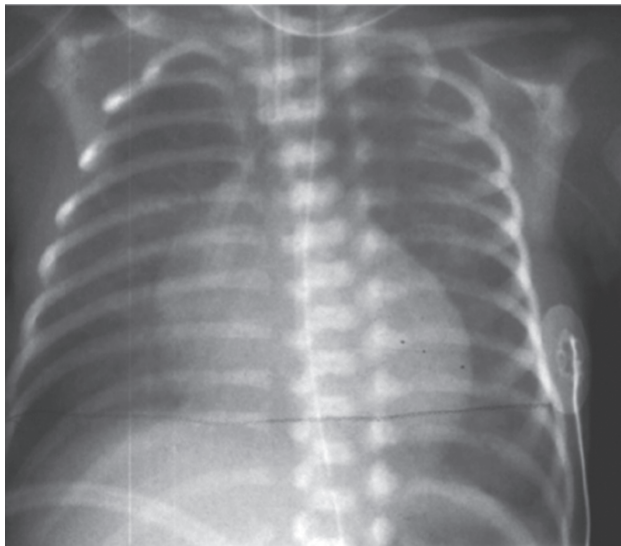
Рентгенограмма органов грудной клетки, на которой визуализированы усиление сосудистого рисунка легких и кардиомегалия. Рентгенография далеко не всегда дает необходимую информацию
